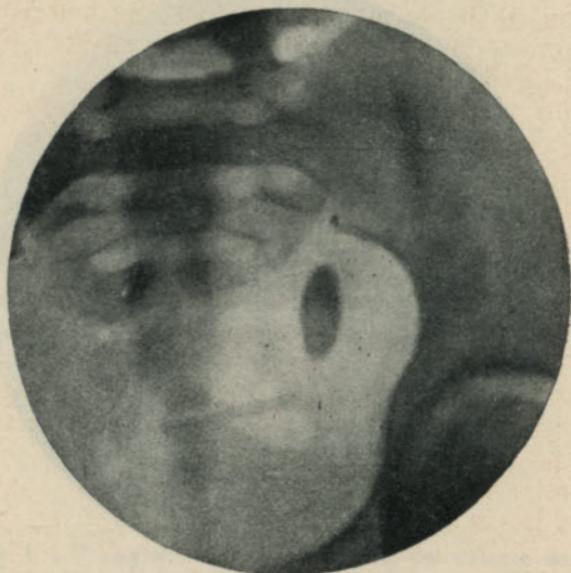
Radiografía de un cálculo del uréter pelviano
